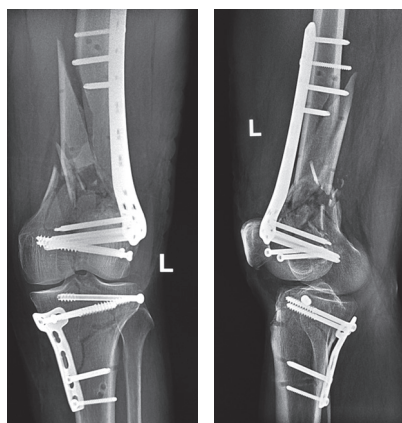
Рентгенограммы после остеосинтеза переломов костей левой нижней конечности
